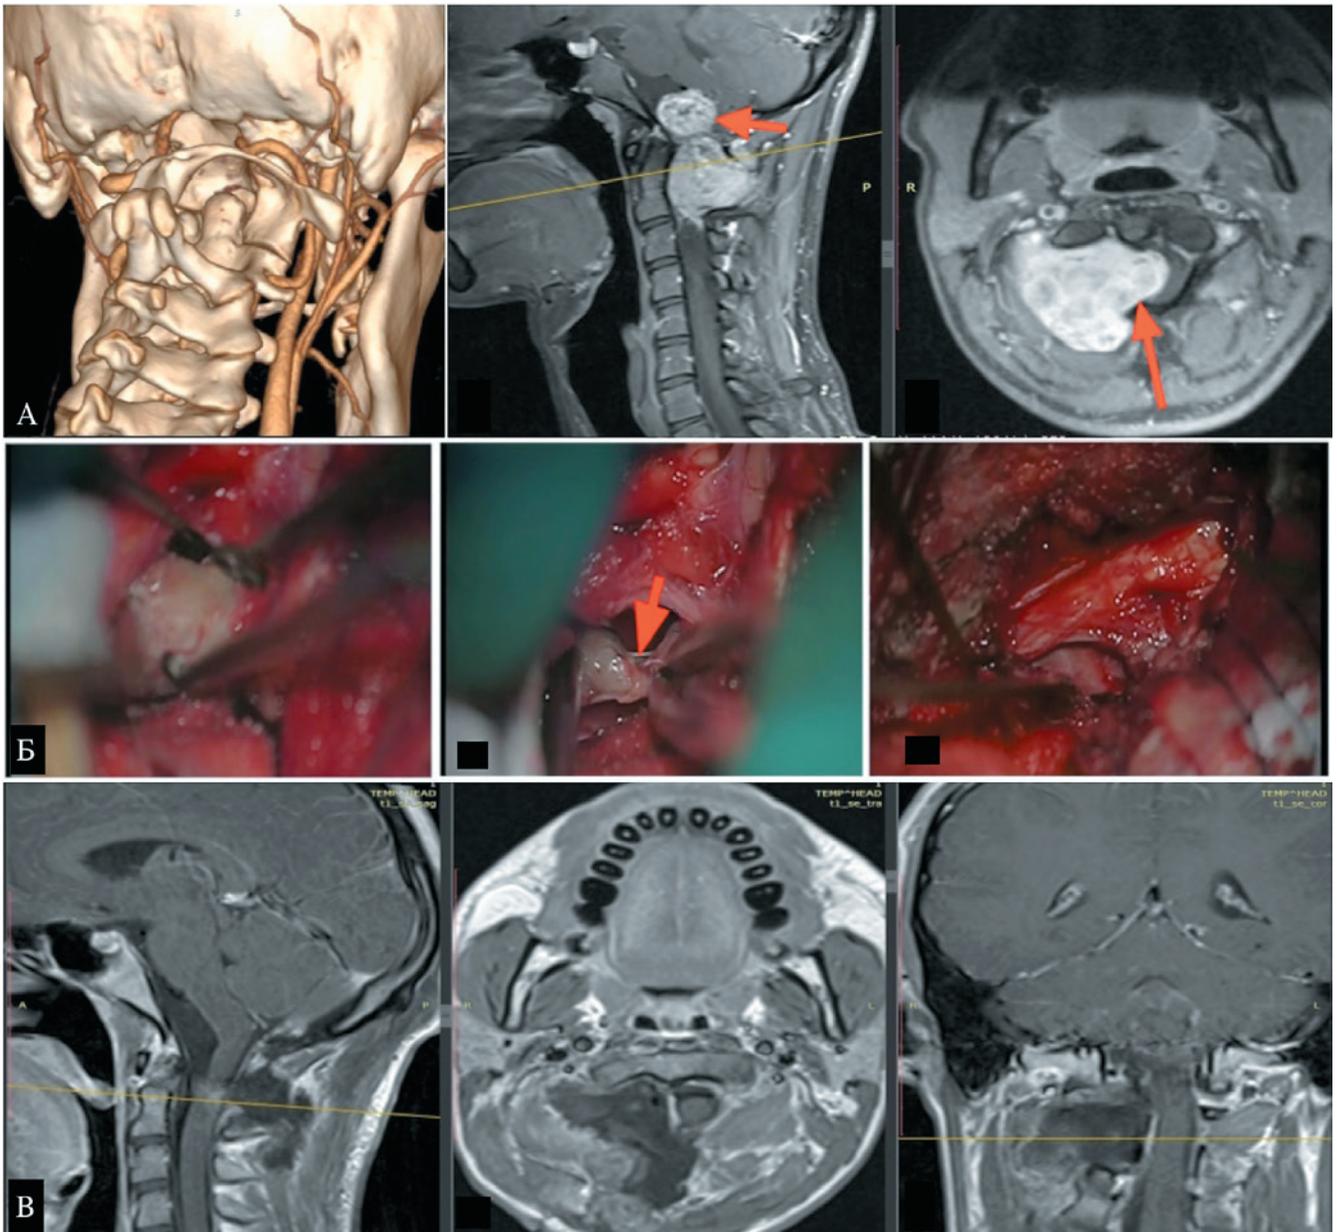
а — 3D МСКТ реконструкция, отмечается расширение C1-C2 междужкового промежутка справа, деформация, атрофия от сдавления правых полудуг C1, C2 позвонков, на МРТ в режиме T1 с контрастным усилением в сагиттальной и аксиальной проекциях отмечается компрессия спинного мозга и ствола интраканальным компонентом опухоли (отмечено стрелками); б — удаление интраканальной части опухоли, стрелкой отмечен проксимальный отрезок C2 нерва с фрагментом опухоли; в — МРТ-контроль в режиме T1 с контрастным усилением в сагиттальной, аксиальной, коронарной проекциях.
